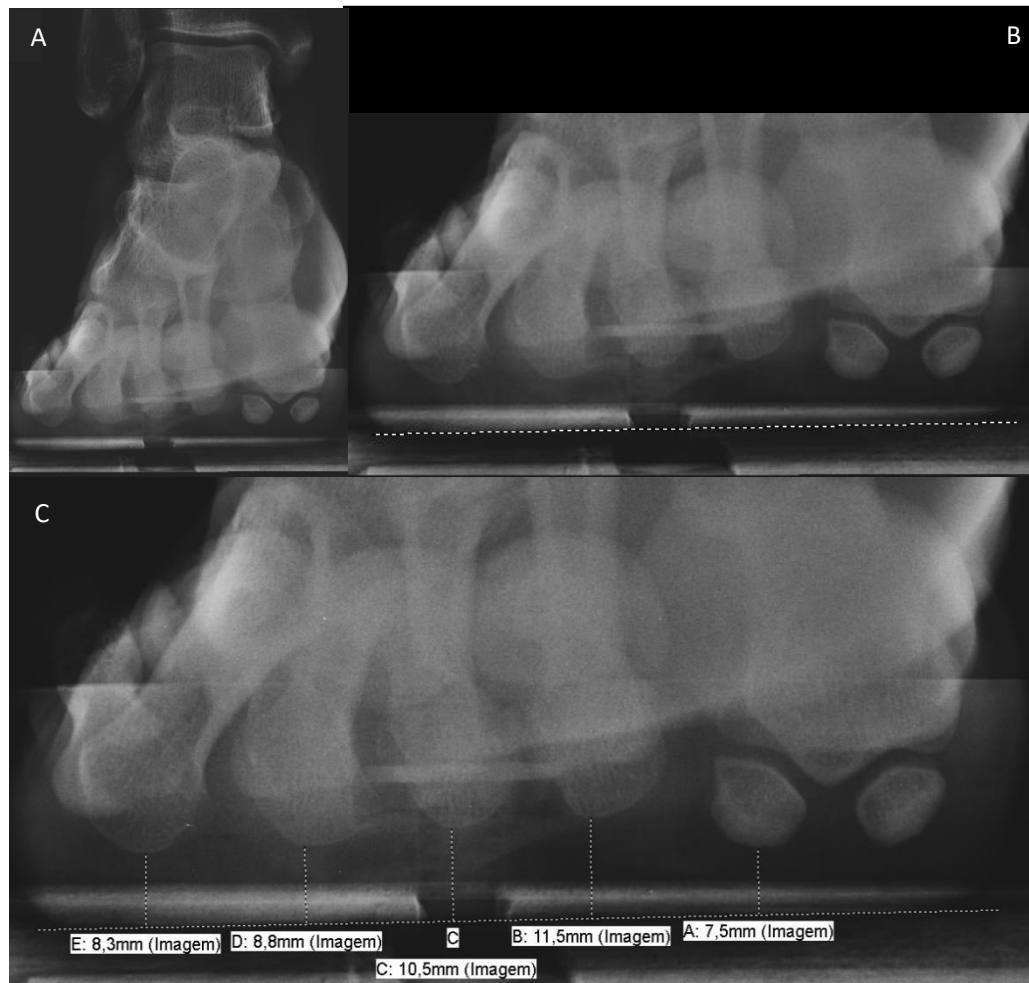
Aspecto visual da radiografia axial com carga do antepé de um dos indivíduos do grupo SM
